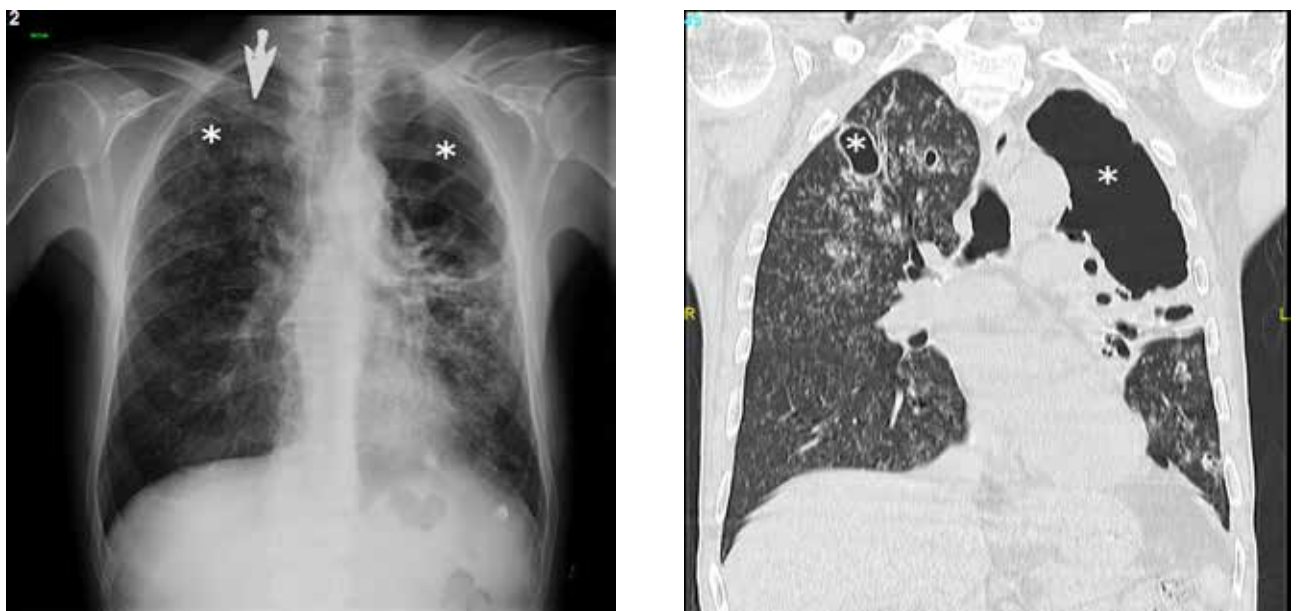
Paciente varón de 32 años con antecedente de alcoholismo (+1). La radiografía de tórax (2a) presenta un artefacto metálico en el vértice pulmonar derecho y un patrón miliar difuso. Los asteriscos señalan la presencia de masas pulmonares (+1) cavitadas (+3). La TC (2b) muestra hallazgos similares, con la presencia de un patrón miliar difuso (+4), así como masas pulmonares (-1) cavitadas (+1), señaladas con asteriscos. Aplicando la fórmula de nuestro modelo y sumando las puntuaciones, entre paréntesis, obtenidas con cada variable descrita en la tabla 4, obtenemos una puntuación de 8.04, la cual es diagnóstica para tuberculosis pulmonar. Un cultivo posterior confirmó dicho diagnóstico.
